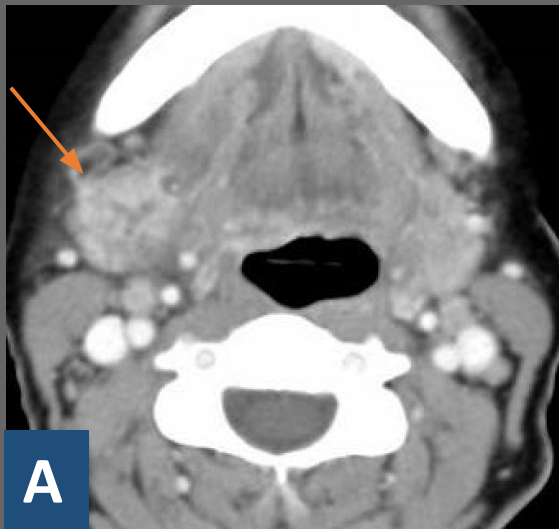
Las imágenes muestran cortes axiales de TC con contraste intravenoso que muestran aumento de tamaño y realce glandular submandibular derecho (*flecha*) respecto a contralateral con aumento de atenuación de la grasa adyacente identificando cálculo en tercio distal del conducto submandibular (*flecha hueca*) con dilatación retrógrada del mismo (*) y realce de la pared por cambios inflamatorios por contigüidad.
